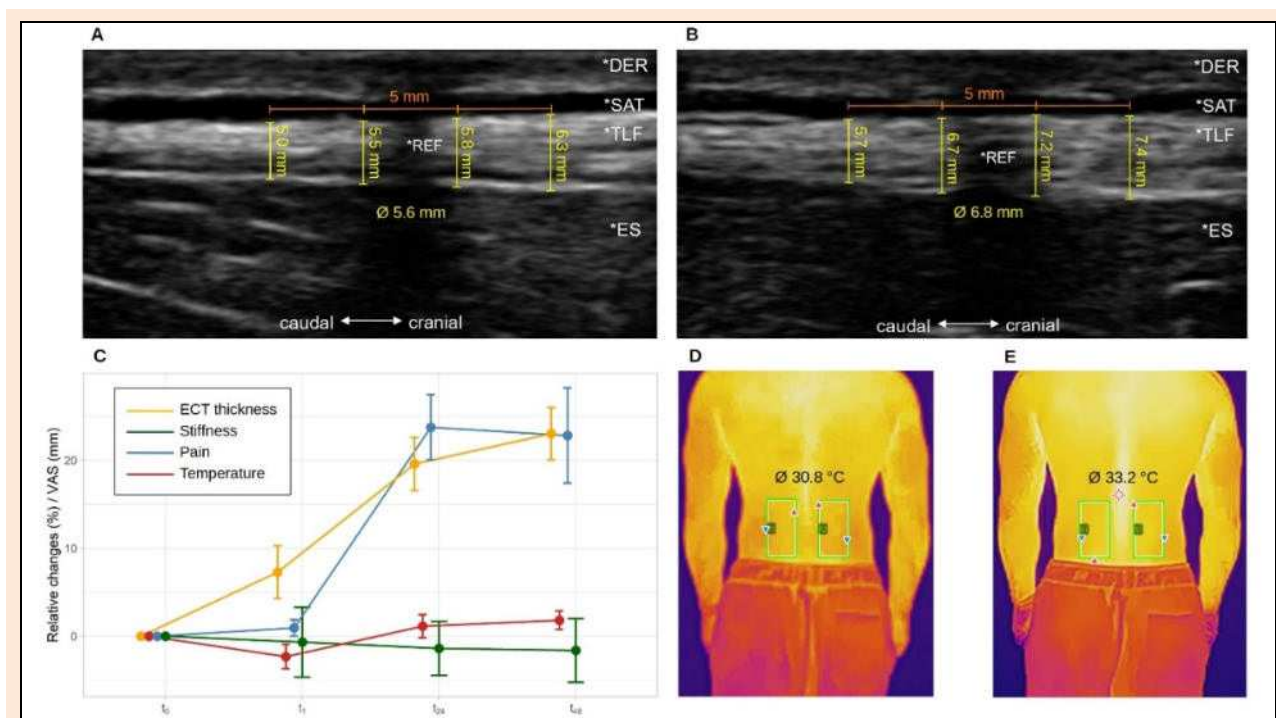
High resolution ultrasound and thermography assessment. A Pre-measurement ECT thickness. B 48 h-measurement ECT thickness. C Outcomes (error bars show the non-parametric 95% confidence interval). D Post-exercise-measurement skin temperature. E 48 h-measurement skin temperature. *REF, artificial reference by adhesive tape; *DER, dermis; *SAT, subcutaneous adipose tissue; *TLF, posterior layer of the thoracolumbar fascia; *ES, erector spinae muscle; ECT, extramuscular connective tissue; t_0 , baseline; t_1 , post-exercise; t_{24} , 24 h after exercise; t_{48} , 48 h after exercise.
